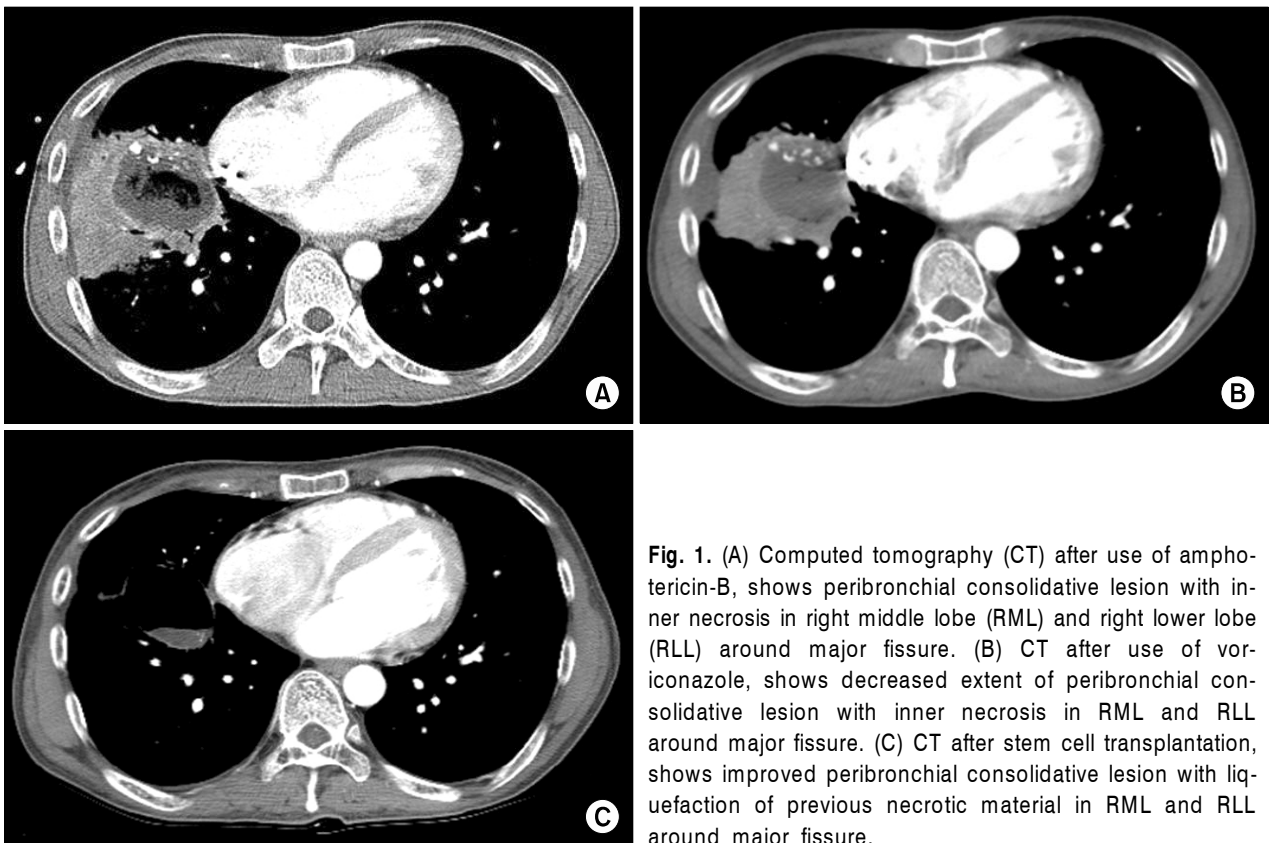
(A) Computed tomography (CT) after use of amphotericin-B, shows peribronchovascular interstitial disease with inner necrosis in right middle lobe (RML) and right lower lobe (RLL) around major fissure. (B) CT after use of voriconazole, shows decreased extent of peribronchovascular interstitial disease with inner necrosis in RML and RLL around major fissure. (C) CT after stem cell transplantation, shows improved peribronchovascular interstitial disease with liquefaction of previous necrotic material in RML and RLL around major fissure.
